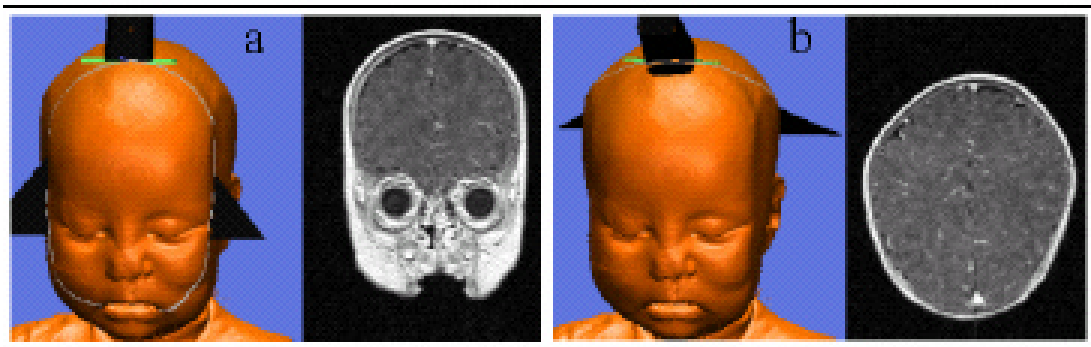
MRT-Kinderkopf-Datensatz mit Schallkopfmodell. Suchen und Festlegen des ersten und letzten Bildes einer typischen Ultraschall-Sequenz. a) zeigt maximalen Ausschlagswinkel nach vorne (ventral) und b) nach hinten (dorsal) bei einem Standarduntersuchungsgang coronar (Schnitt durch die Frontalebene) durch das Gehirn eines Säuglings. Der Schallkopf wird dabei auf die große Fontanelle aufgesetzt.
